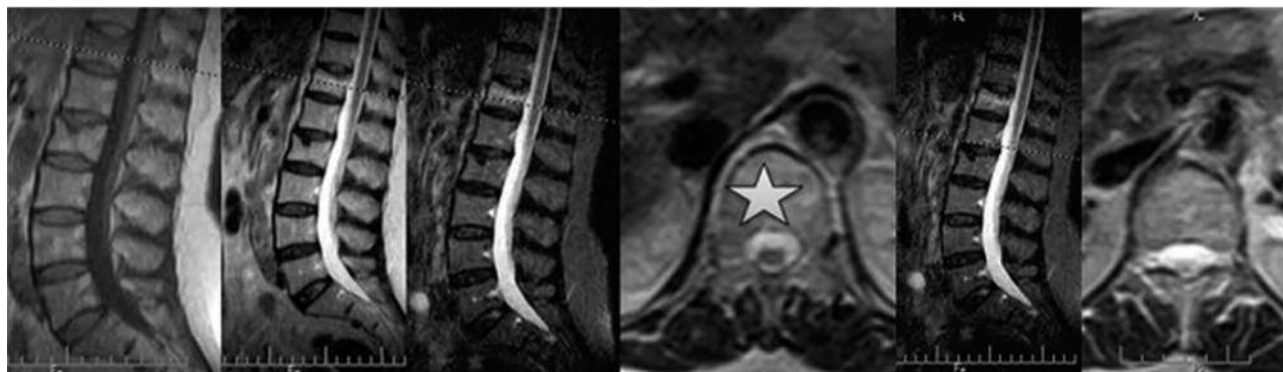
МРТ поясничного отдела в сагиттальной и аксиальной плоскостях больной 70 лет с остеопоротическим переломом Th₁₂ I степени. На T1-, T2 ВИ, STIR-изображении и T2 ВИ в аксиальной плоскости определяется уплотнение паравертебральных мягких тканей кольцевидной формы, больше выраженное в передних отделах, толщиной 5 мм (звездочка). STIR-изображение и T2 ВИ демонстрируют отсутствие мягкотканного компонента на уровне неповрежденного позвонка (L₁)
